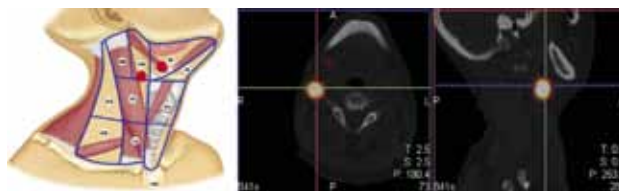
Сцинтиграмма больной С. с односторонним лимфооттоком в лимфоузлы шеи Ib-II уровня справа
